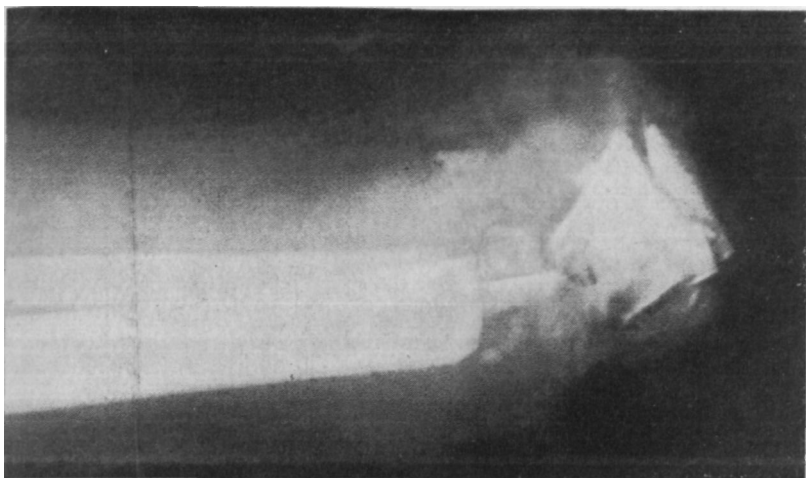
Рентгенограмма (тот же больной, что на рис. 9.25). Перелом дистального отдела большеберцовой кости и разрушение ее эпифиза.
